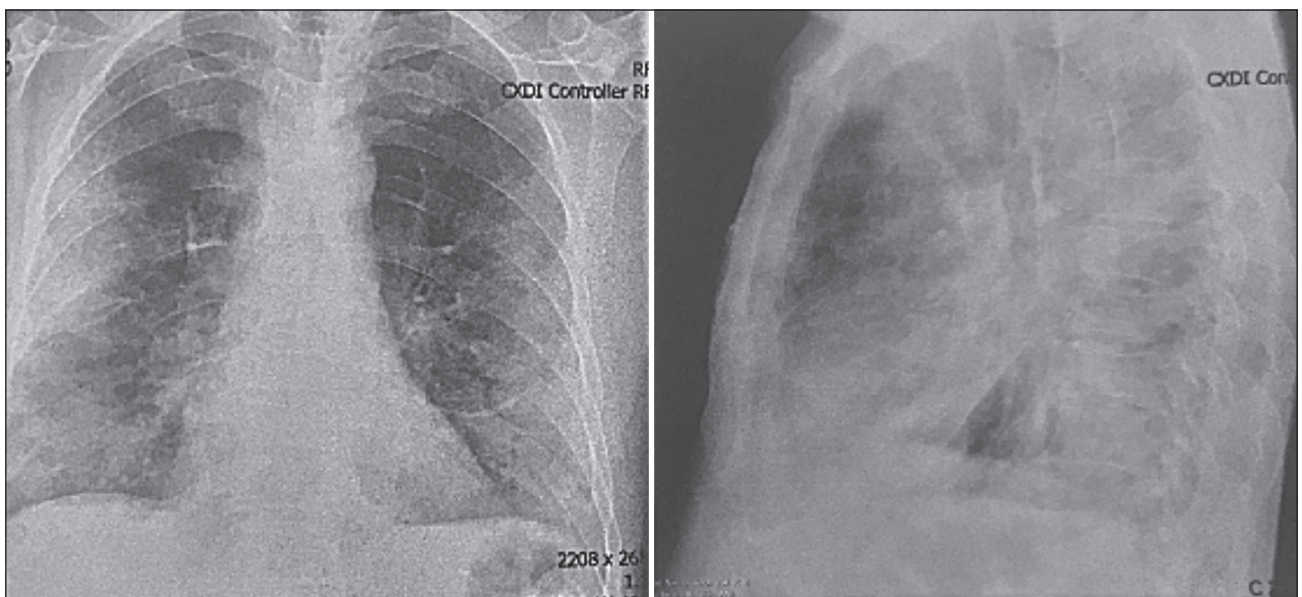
Рентген органів грудної клітки перед початком відлучення від ШВЛ
